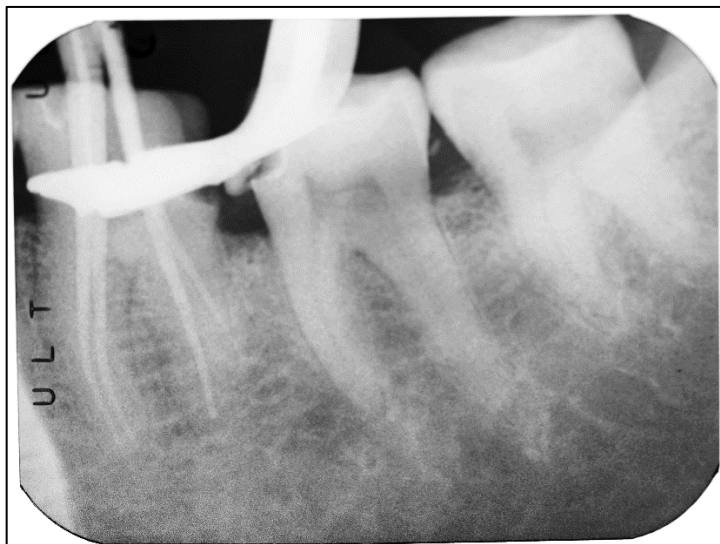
Radiografía de Conductometría diente 3.6.
